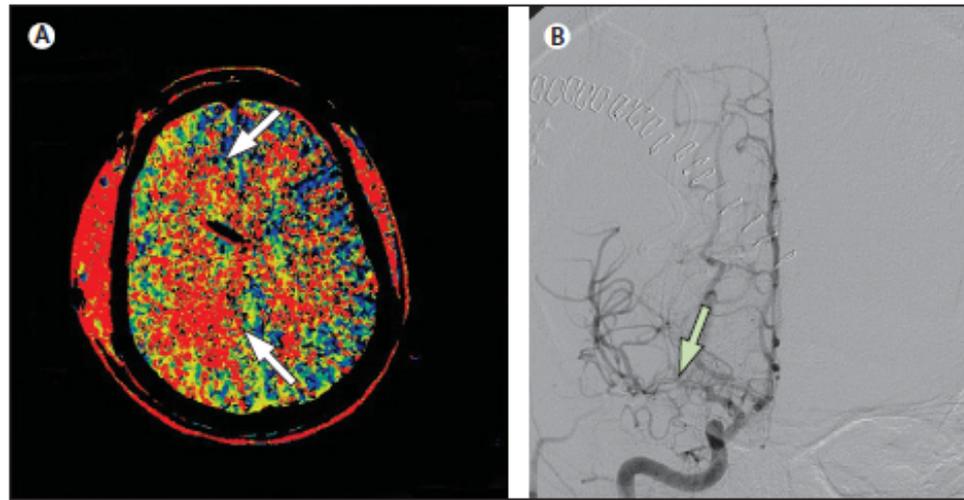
CT perfusion for the diagnosis of delayed ischaemia after aneurysmal subarachnoid haemorrhage. Large area of hypoperfusion in the territory of the right middle cerebral artery revealed by prolongation of mean transit time on CT perfusion obtained 6 days after aneurysm rupture (A, arrows). The only abnormality on neurological examination at the time of this scan was left-sided extinction to double simultaneous tactile stimulation. Cerebral angiography confirmed the presence of severe spasm affecting the M1 segment of the right middle cerebral artery (B, arrow). The patient was successfully treated with balloon angioplasty.
